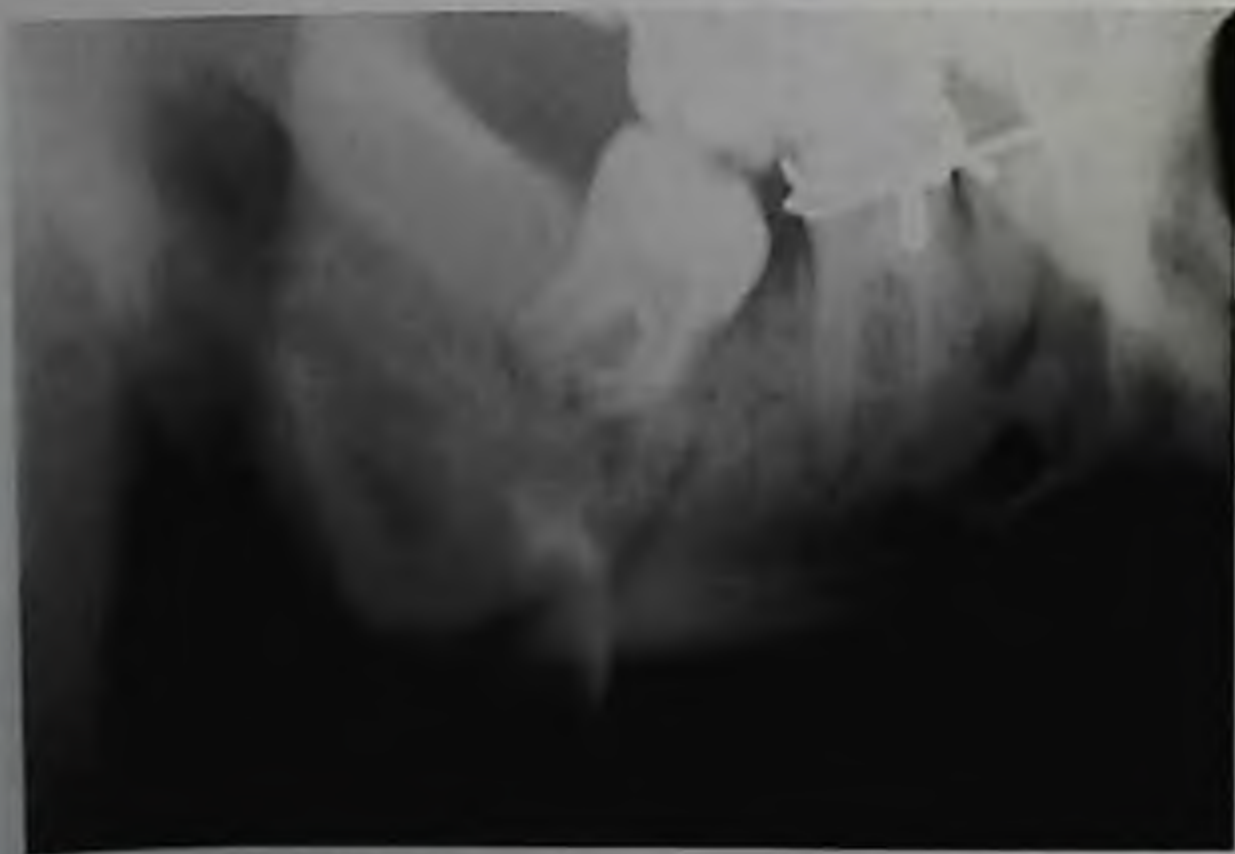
Рентгенограмма нижней челюсти в боковой проекции справа. Перелом в области угла с незначительным смещением отломка из-за наличия зуба мудрости на малом отломке
